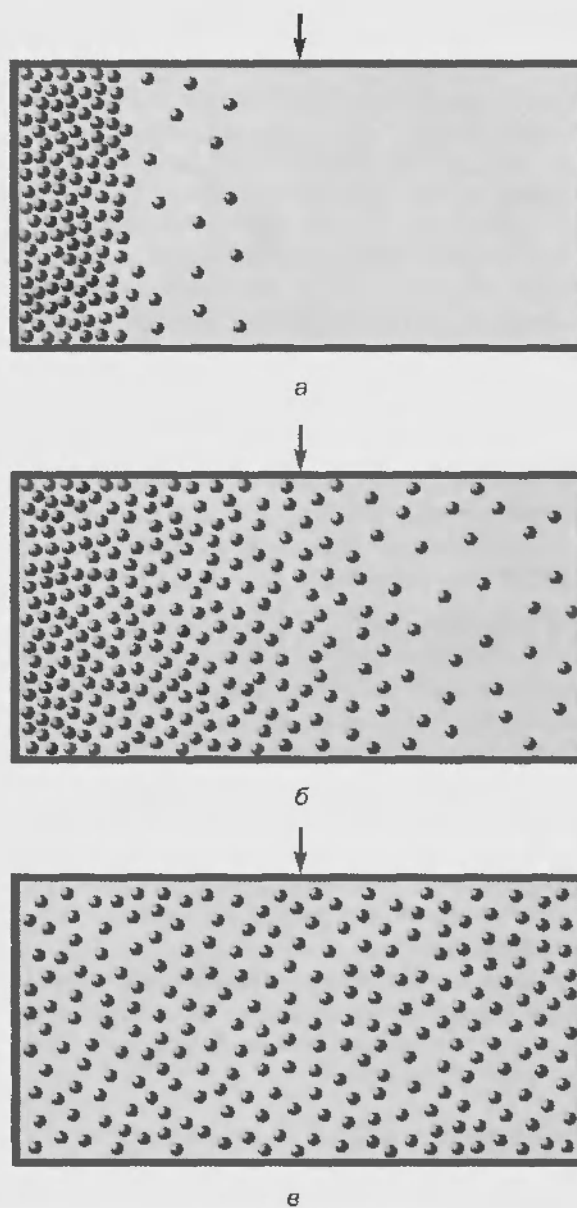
Диффузия в сосуде, не разделенном мембраной. (а) Справа от воображаемой поверхности раздела находится вода, а слева раствор вещества  $N$  с высокой концентрацией. (б) Перемещение молекул вещества  $N$  из левой части сосуда в правую часть сосуда. (в) Достижение одинаковой концентрации во всех участках сосуда и прекращение процесса диффузии. Обратите внимание, что в этом случае тепловое хаотичное движение молекул сохраняется
